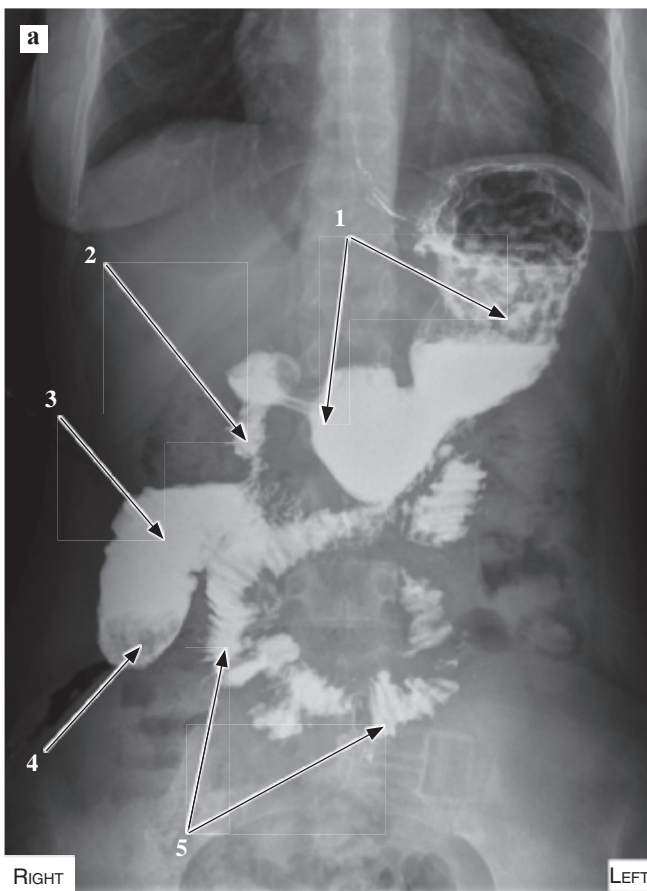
Обзорная рентгенография органов брюшной полости: а – через 2 часа после начала исследования – контрастируется желудок (1), нисходящая часть собственной двенадцатиперстной кишки (2), участок двенадцатиперстной кишки панкреато-дуоденального комплекса (3) с дефектом наполнения – инвагинированная внутрь культи (4), тонкий кишечник (5); б – через 24 часа после начала исследования – контрастируются все отделы толстого кишечника: восходящая (1), поперечная (2) и нисходящая части (3) ободочной кишки, сигмовидная кишка (4)
